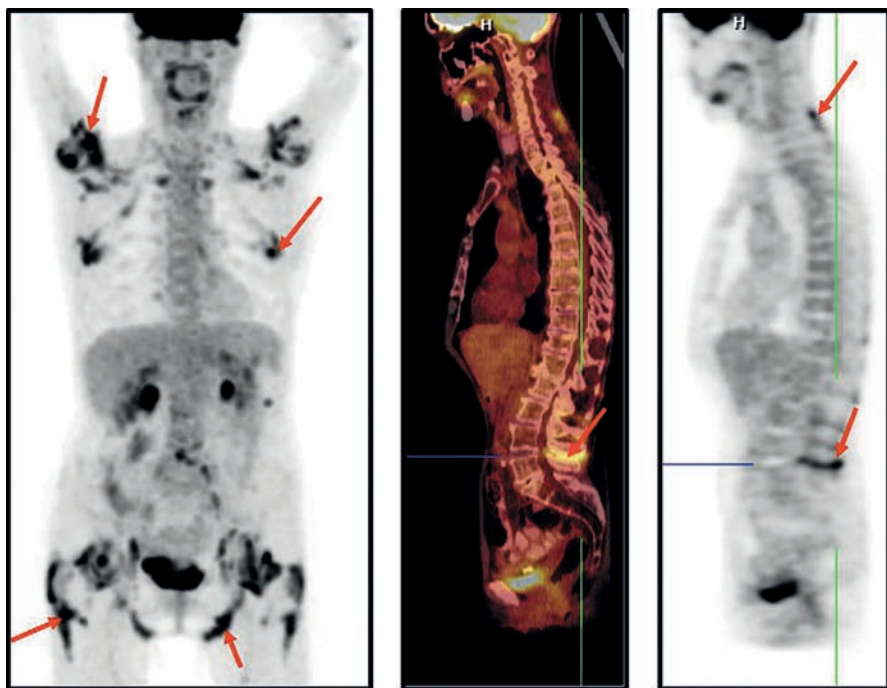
ПЭТ/КТ у пациента А. (72 лет)
